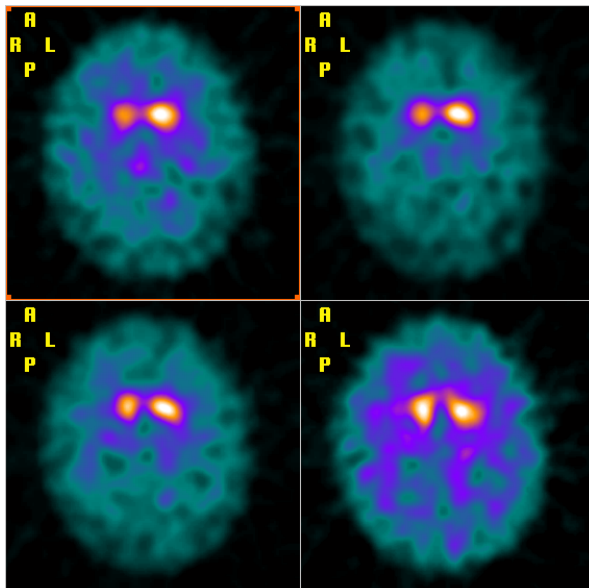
DAT-SPECT Patient E V:42
